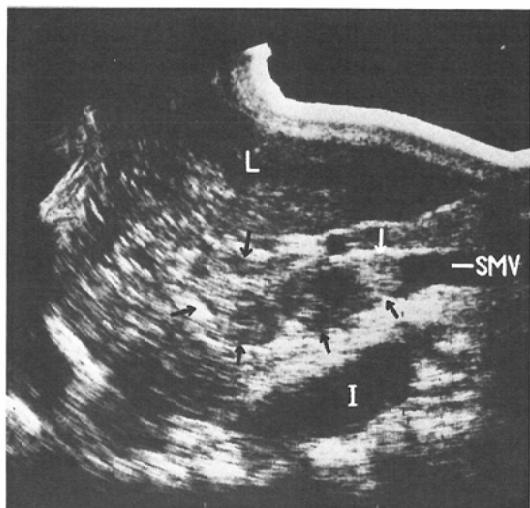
Longitudinal oblique ultrasonogram demonstrates the superior mesenteric vein with lumen completely occluded by a tumor thrombus (arrowheads), which had the same consistency as the surrounding liver.
